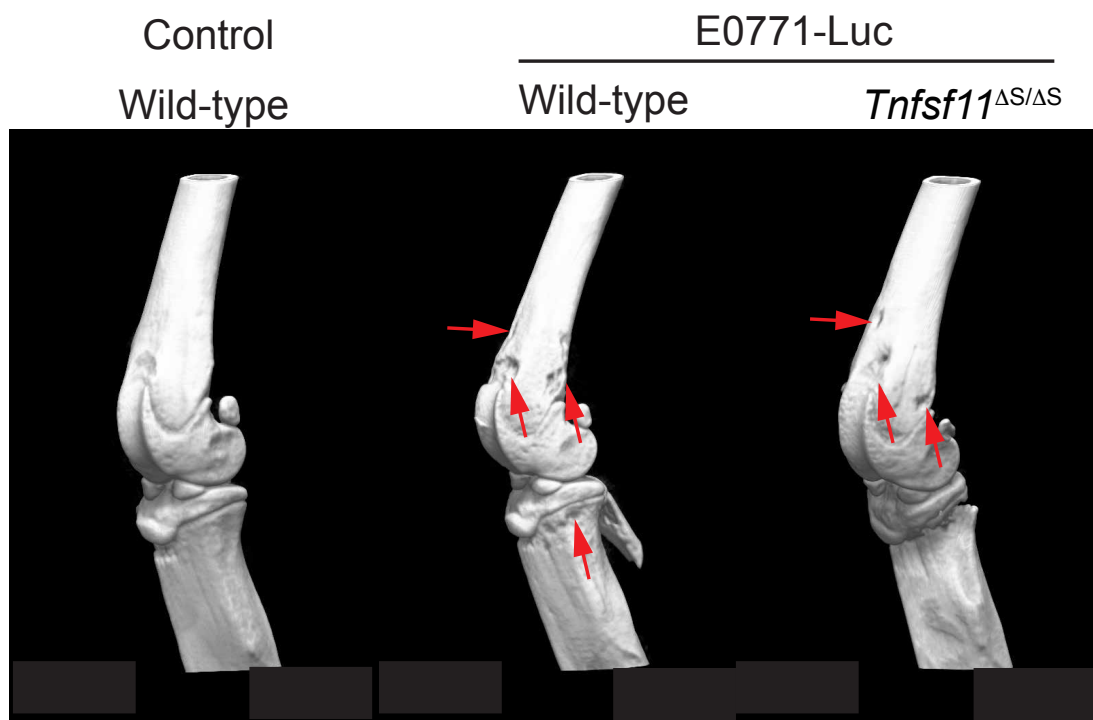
E0771-Luc 細胞の骨転移部位のマイクロ CT
